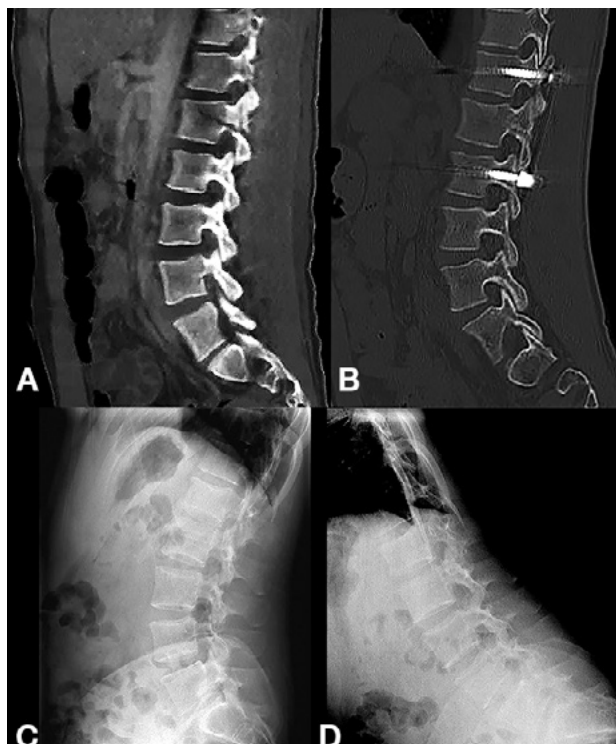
Caso 24. A: Fractura L1: B1; N1. B: Control 7 meses que evidencia consolidación. C y D: Retiro de osteosíntesis a los 9 meses con buena movilidad en las radiografías dinámicas de control.
